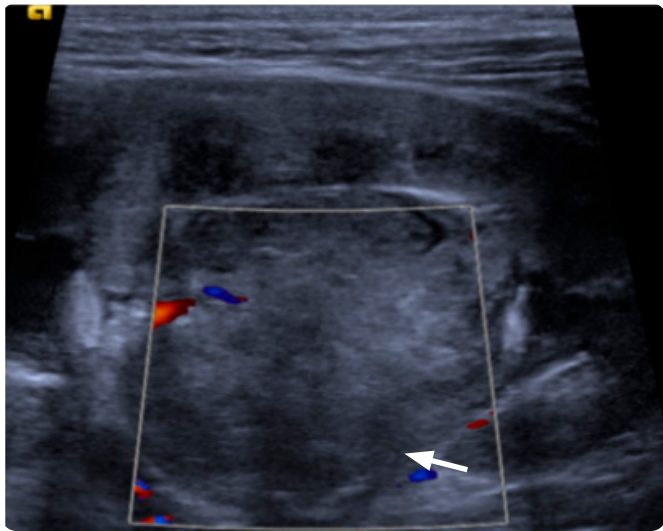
Paciente femenina, 13 años de edad, antecedente de ACF con diagnóstico reciente de carcinoma medular renal. Ecografía renal y de vías urinarias. Masa heterogénea, de bordes mal definidos, localizada en el seno renal izquierdo, sin señal al Doppler color, que mide aproximadamente 5 cm en su diámetro mayor.
